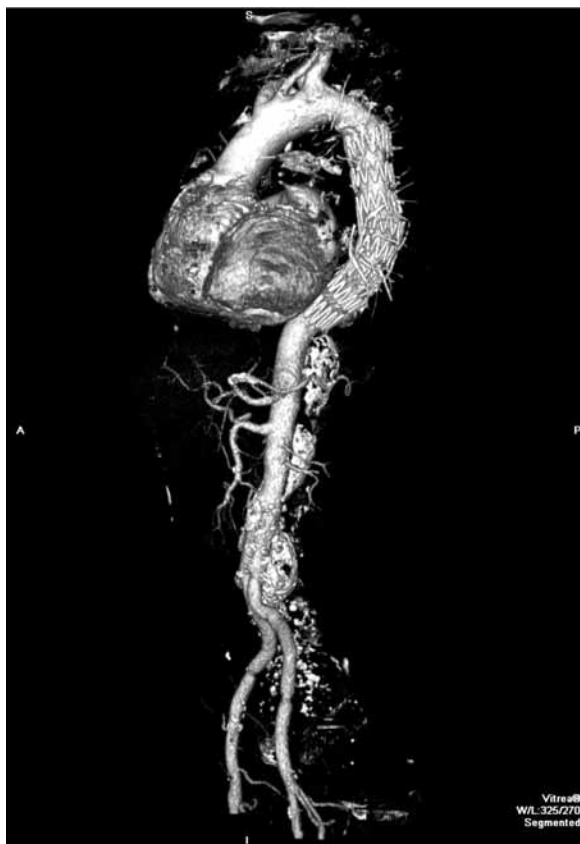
Angio-CT study in the 6th month after surgery
